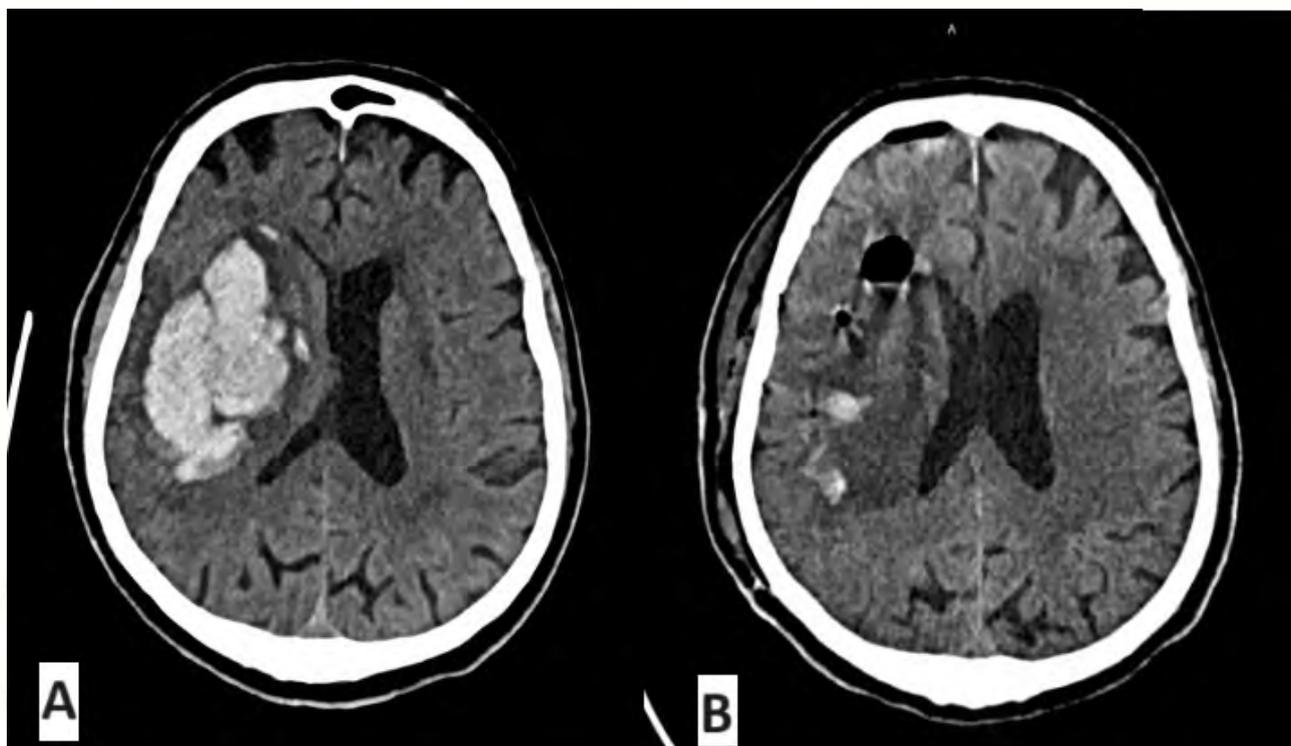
А – КТ снимок латеральной гематомы правого полушария головного мозга до операции; В – КТ снимок после проведенного оперативного лечения: миниинвазивная пункционная аспирация гематомы под контролем эндоскопии
